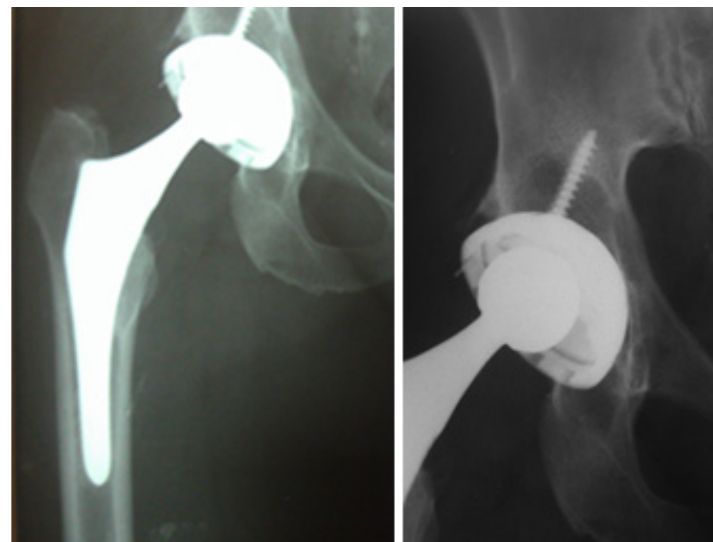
Рентгенограммы пациентки Б., через 3 года после первичного ТЭТС.
